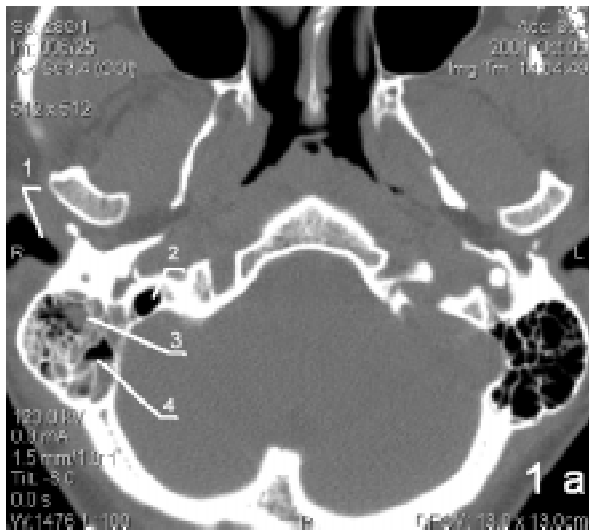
Комп'ютерні томограми (а, б, с) пацієнтки М.: 1 — зовнішній слуховий прохід; 2 — барабанна порожнина; 3 — клітини соскоподібного відростка, заповнені м'якотканинним субстратом; 4 — рівень рідини; 5 — слухові кісточки; 6 — адитус ад антрум; 7 — антрум
